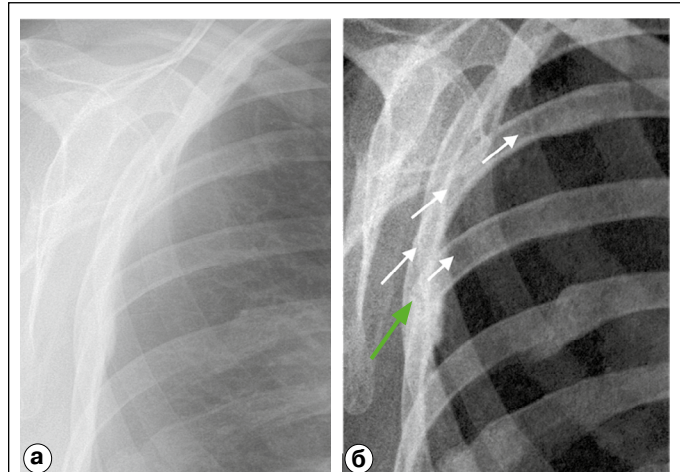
а) стандартная рентгенограмма органов грудной клетки, б) РИКТ. На реконструированном изображении на фоне костной мозоли 7-го ребра четко визуализируется линия перелома вышележащего ребра (зеленая стрелка). Дополнительно в структуре ребер определяются множественные очаги деструкции (белые стрелки), которые не визуализируются на стандартной рентгенограмме даже ретроспективно.
